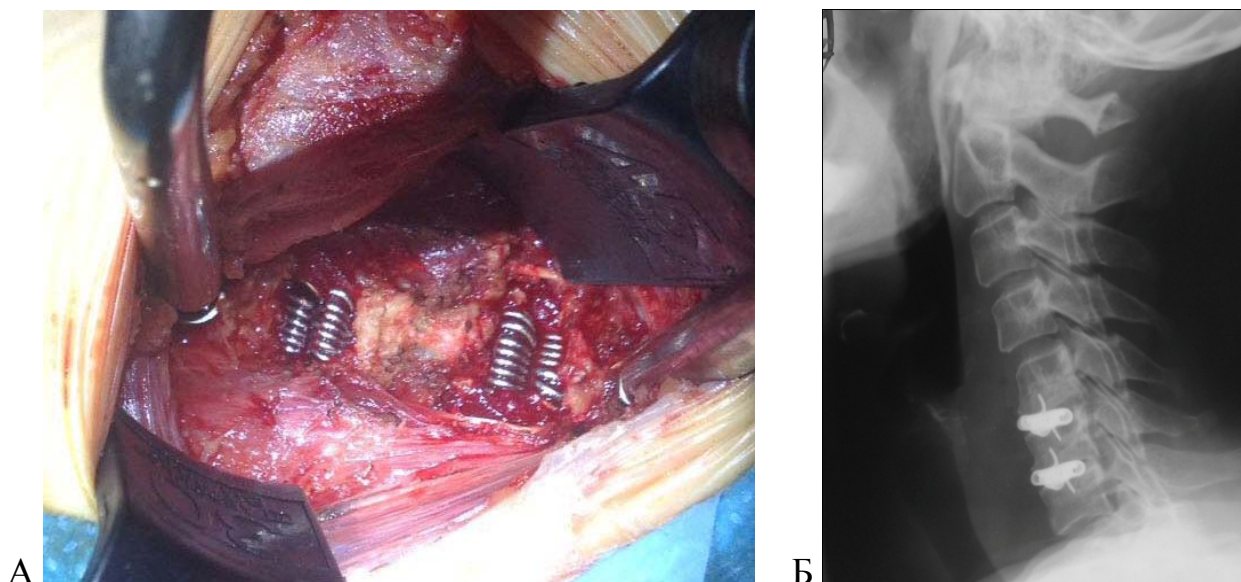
Больная К., 54 года. А – на место удаленных межпозвонковых дисков  $C_V-C_{VI}$  и  $C_{VI}-C_{VII}$ , после этапа декомпрессии установлены модифицированные эндопротезы межпозвонковых дисков, дополненные пружинным компонентом; Б – послеоперационный рентген-контроль (та же больная)
